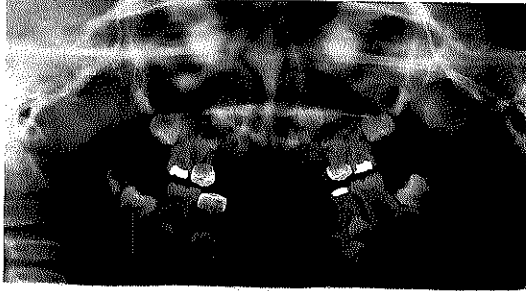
y 25 Radiografía panorámica y dentoalveolar
